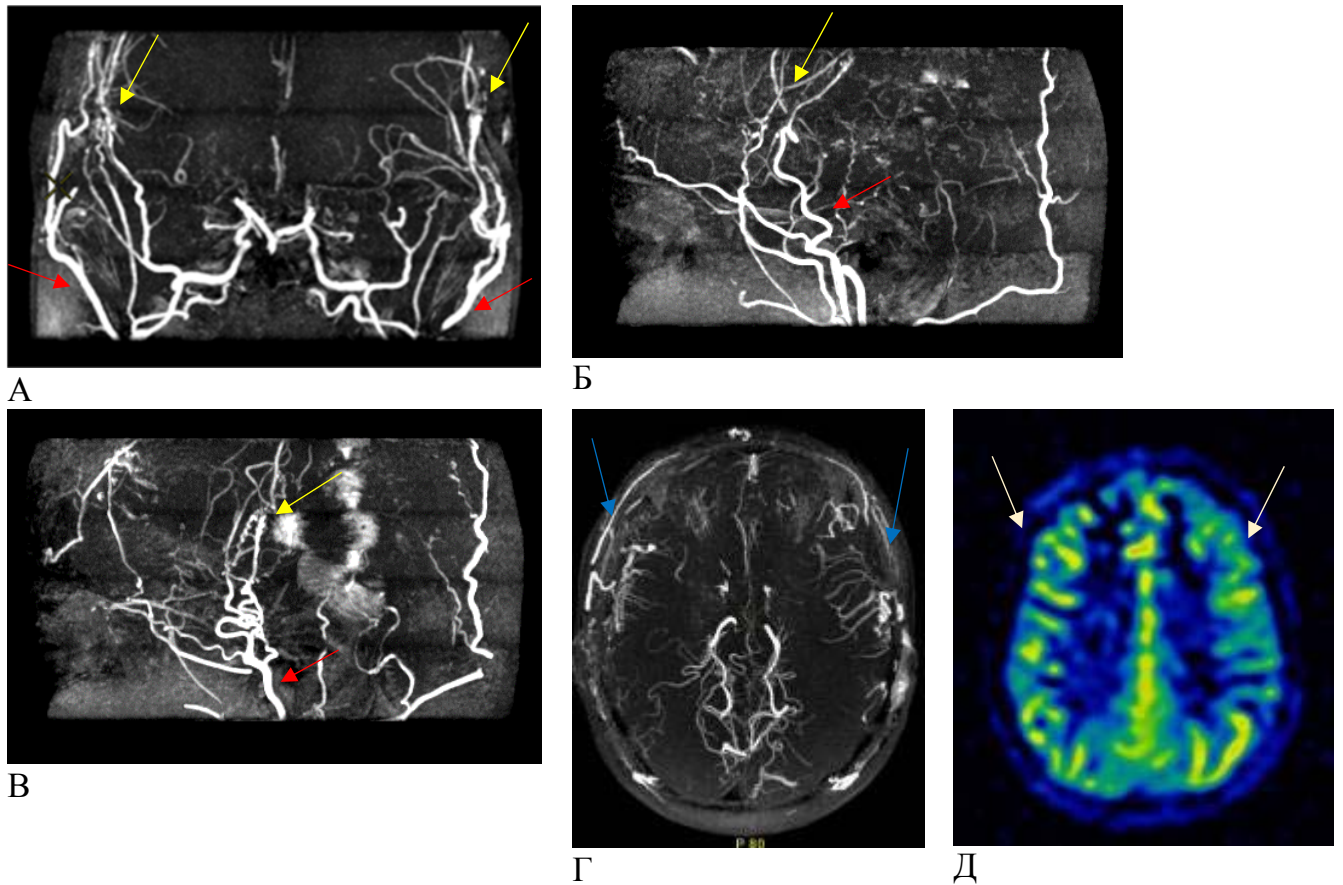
Данные контрольных инструментальных исследований пациентки Ш-вой (и/б № 3705/19) после второй операции. Функционирование прямых анастомозов (указаны красными стрелками): слева двойной, справа единичный, новая сеть лептоменингеальных сосудов (желтые стрелки), заполнение 2/3 дистального русла СМА с двух сторон (синие стрелки) по данным МР-ангиографии в режиме 3D TOF: А – в коронарной, Б – в сагиттальной справа, В – в сагиттальной слева, Г – в аксиальной проекциях. Д – восстановление мозгового кровотока в обоих полушариях головного мозга по данным ASL-перфузионного исследования.
